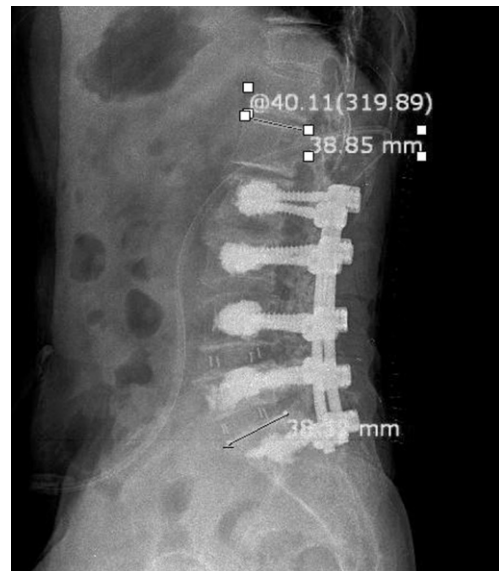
After spinal fusion L-spine X-ray (2010.07.20).
